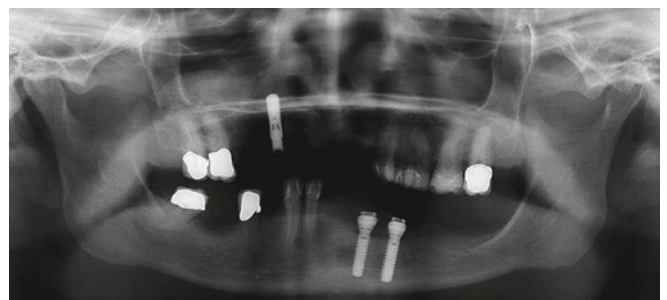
Das Abschluss-Orthopantomogramm
